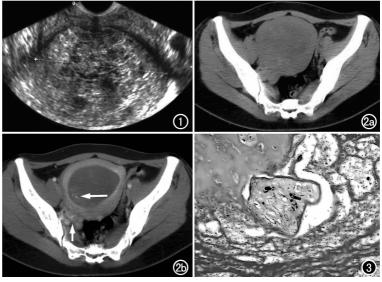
B超示子宫增大,宫腔内见液性暗区及增亮光带光斑。 图 2 a) CT 平扫示子宫明显增大,壁呈不均匀增厚,其内密度不匀,右后方卵巢区见不规则密度增高影;b) CT 增强示子宫壁明显强化,其左后方厚度达2.7cm,右后方腔内见斑条状强化(长箭),右卵巢区不均匀强化(短箭)。
